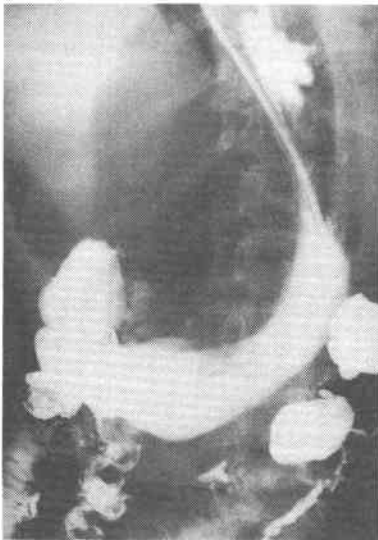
ガストログラフィンを用いた胃X線像。胃は、下方に強く圧排されている。
